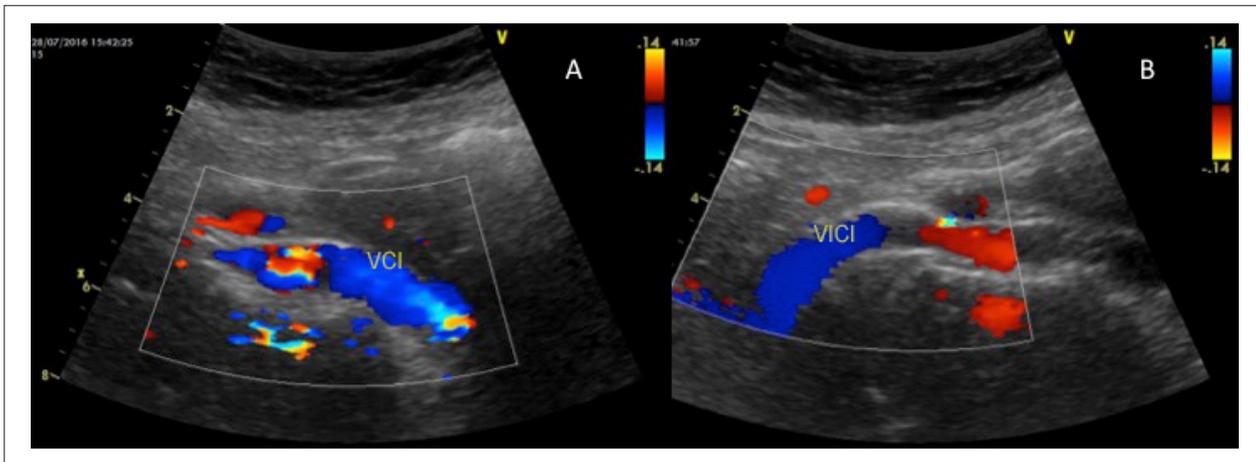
Ultrasonografía Doppler color que muestra la permeabilidad del stent de la vena ilíaca izquierda.
